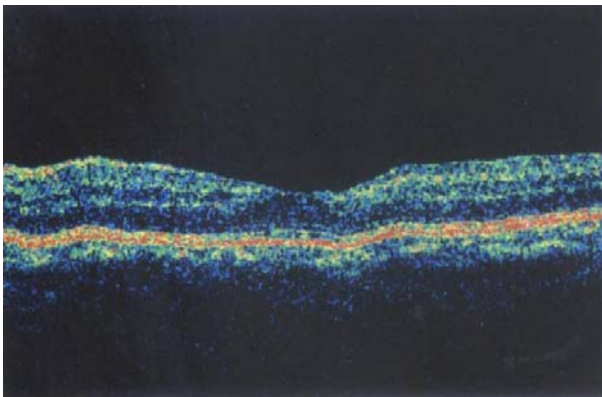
Optical coherence tomography finding after intraocular lens scleral fixation (1 month postoperatively).
